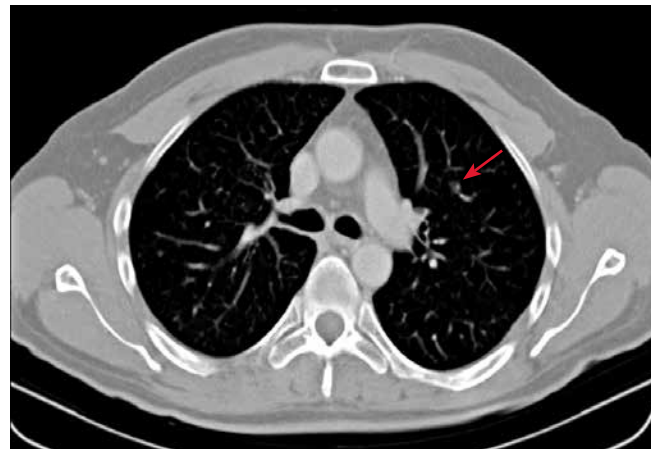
Компьютерная томография органов грудной клетки пациента Р. (2013 г.), аксиальная проекция. Стабилизация заболевания со снижением плотности очагов в легких на фоне терапии вандетанибом. Красная стрелка указывает на «целевой» очаг, который используется для оценки ответа на терапию
